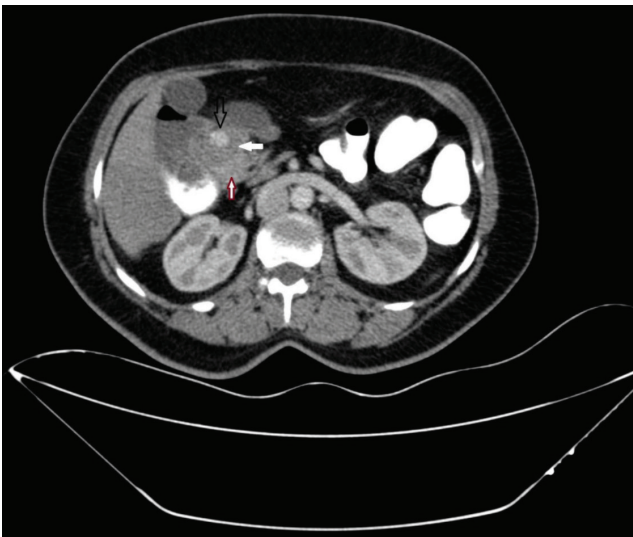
Contrast-enhanced CT of the abdomen shows a PDPV (black open arrow). Also, third portion of the duodenum (white solid arrow) is seen turning anteriorly over the second portion (red-lined arrow) instead of crossing the midline and causing compression of the second portion
